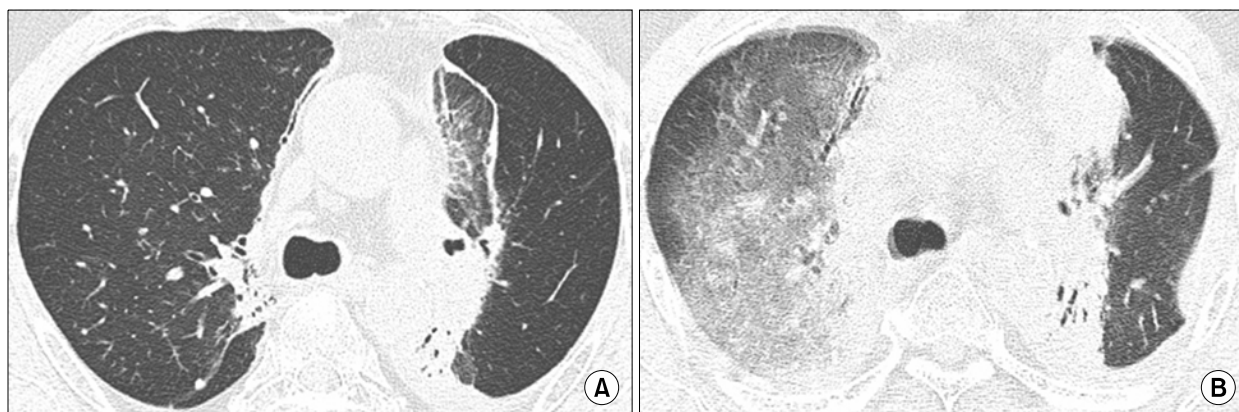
Chest CT scan prior to topotecan therapy shows lung cancer of left upper lobar bronchus and radiation pneumonitis (A). Chest CT on the 7th hospital day scan shows newly appeared diffuse ground-glass opacities in the right lung (B).
